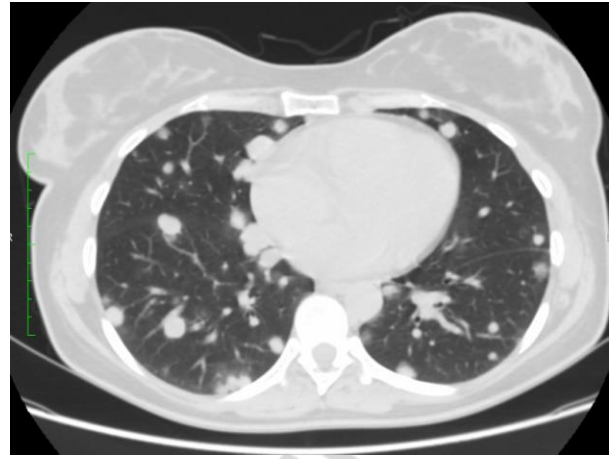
Множественные метастазы в легких из НПО (КТ)
